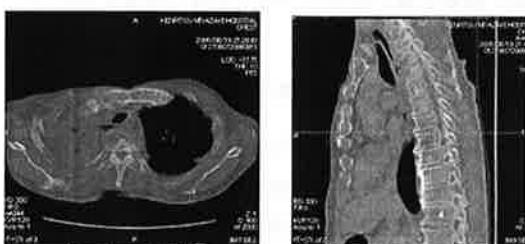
当院初診時のCT 椎体の骨破壊を認め、軟部組織を介して食道や肺に連続している。
